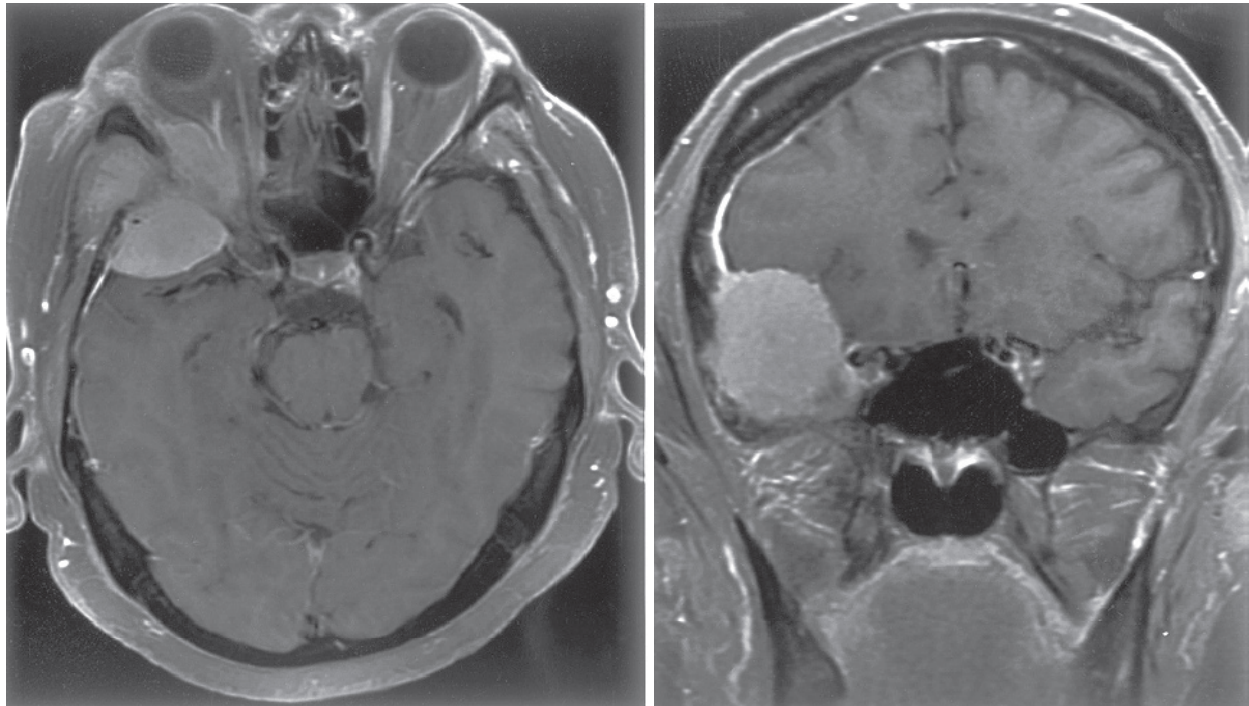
Imágenes de resonancia magnetica ponderadas en secuencia de intensidad T1, con meningioma del ala esfenoidal
